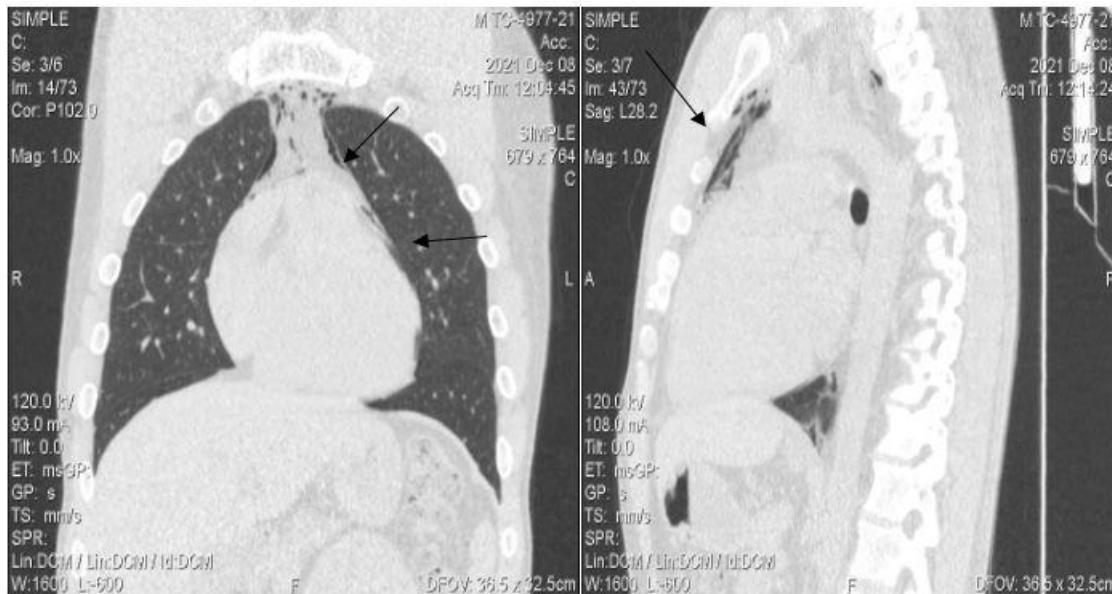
TAC de tórax que muestra imagen hipodensa (densidad aire) que contornea el mediastino en posible relación con neumomediastino.
